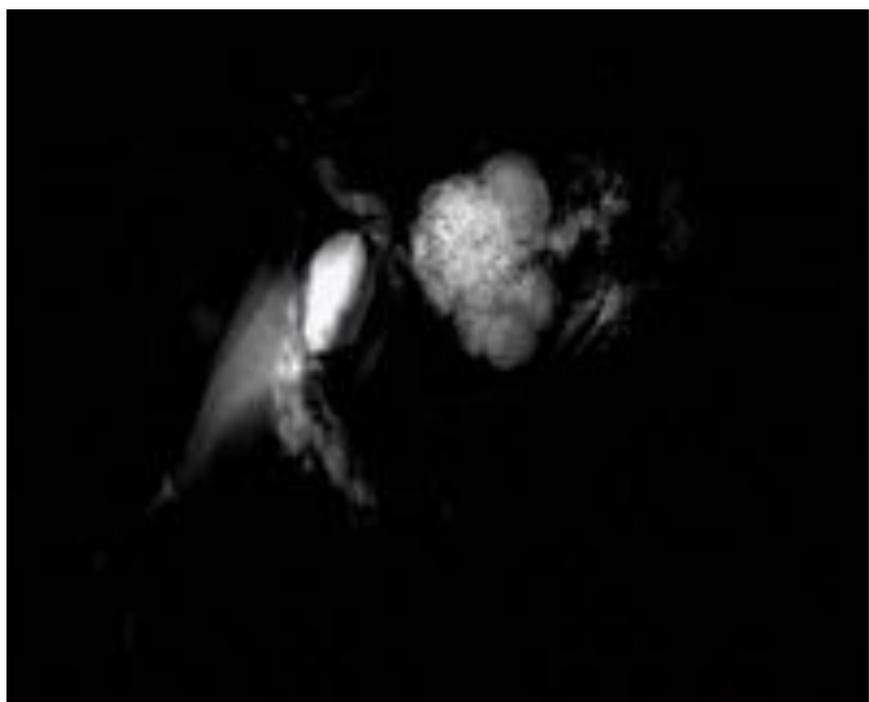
Colangiopancreatografía por RM de dos pacientes con CSM en cabeza pancreática en la que en este caso sí podemos observar dilatación del wirsung (Imagen de la izquierda) y dilatación de la vía biliar (Imagen de la derecha).
